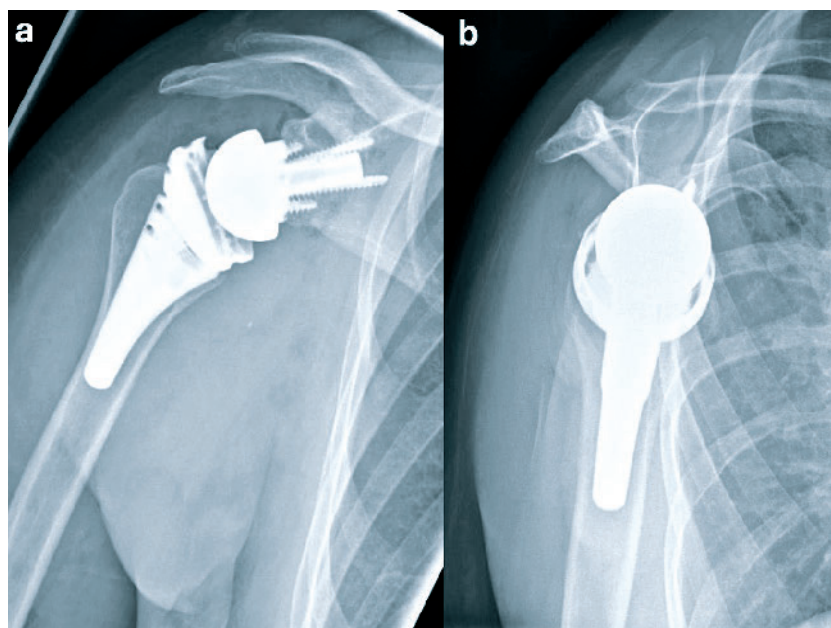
Postoperative Röntgenaufnahmen in 2 Ebenen nach Implantation einer inversen Schulterprothese bei einer 61-jährigen Patientin mit irreparabler Rotatorenmanschetten-Reruptur.
